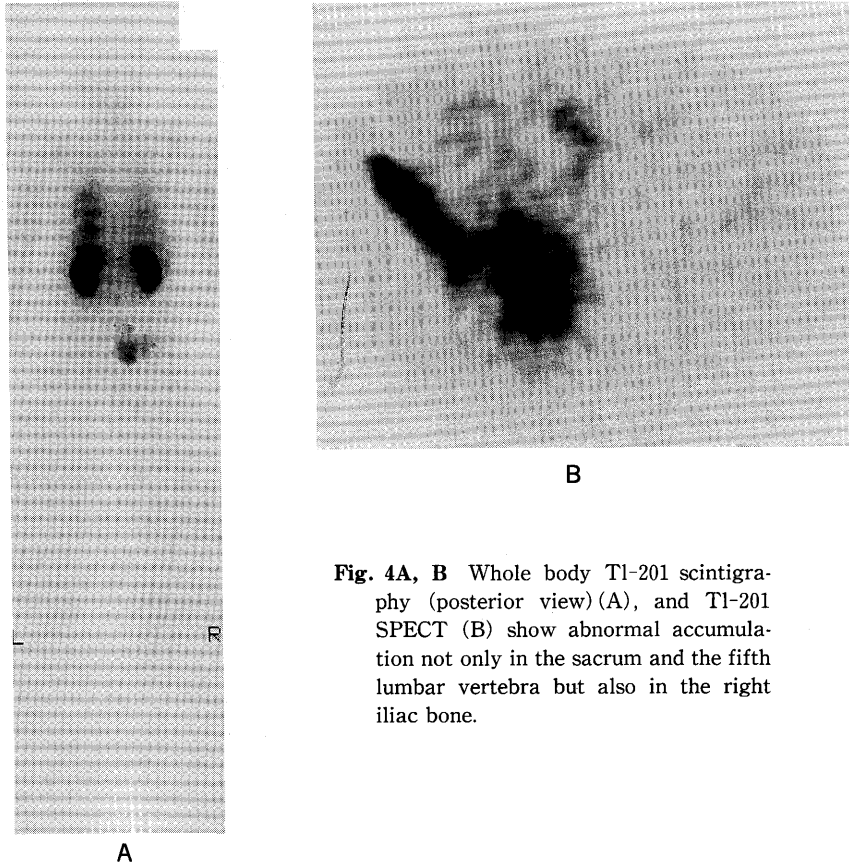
Whole body Tl-201 scintigraphy (posterior view)(A), and Tl-201 SPECT (B) show abnormal accumulation not only in the sacrum and the fifth lumbar vertebra but also in the right iliac bone.
